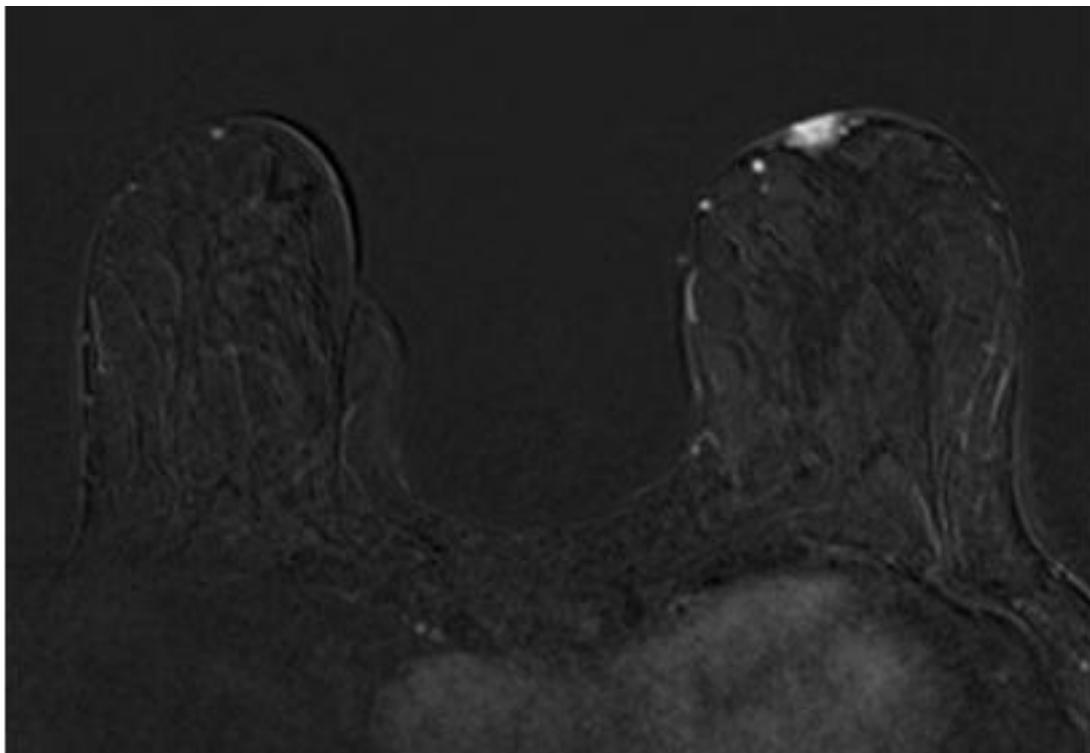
IRM mammaire montrant une maladie de Paget du mamelon
